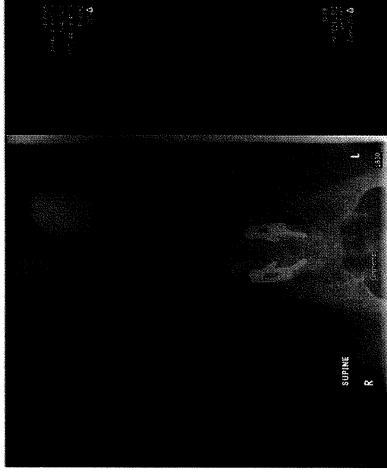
Abdominal x-ray of biliopancreatic limb obstruction following gastric bypass. Note the distended stomach remnant.
